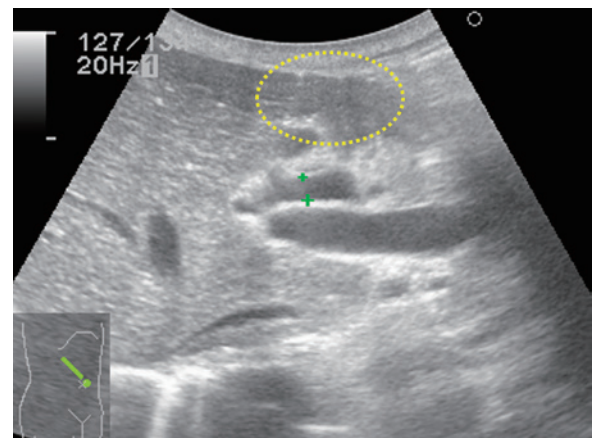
腹部超音波所見：仰臥位で上腹部肝表面に気泡像を認めた
